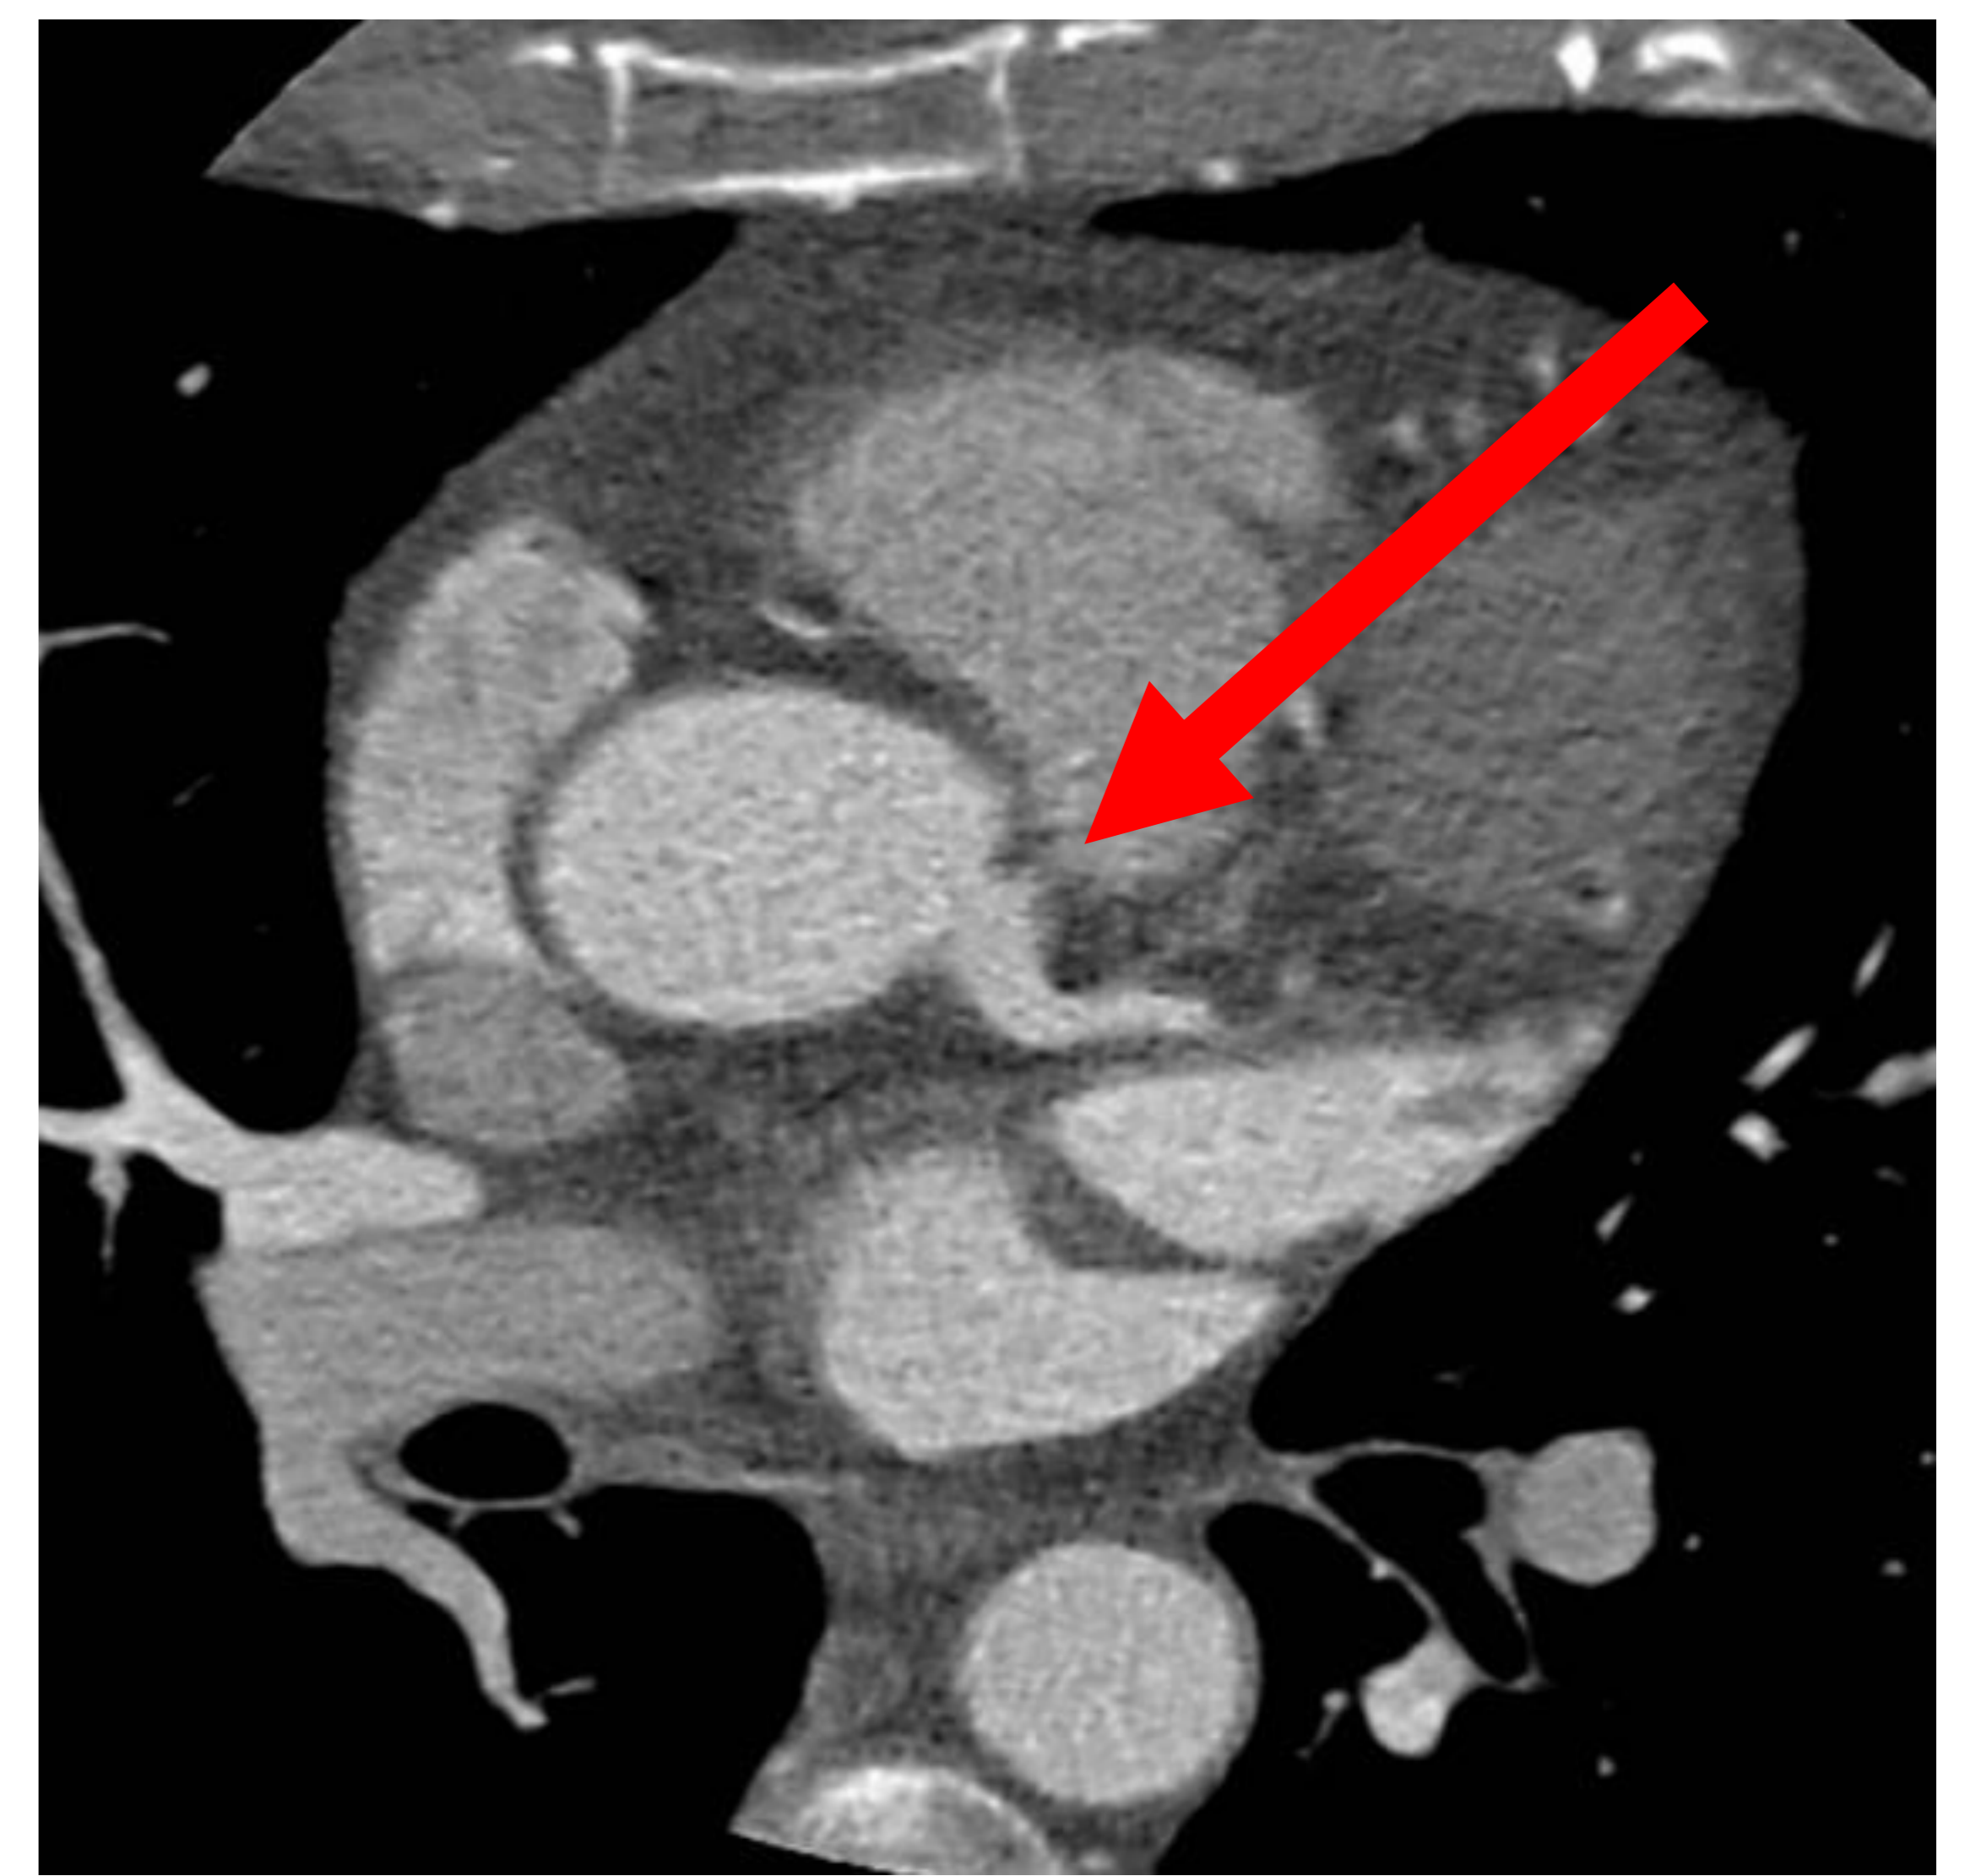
Angio-TC de coronarias. Corte axial donde se aprecia el origen del TCI
